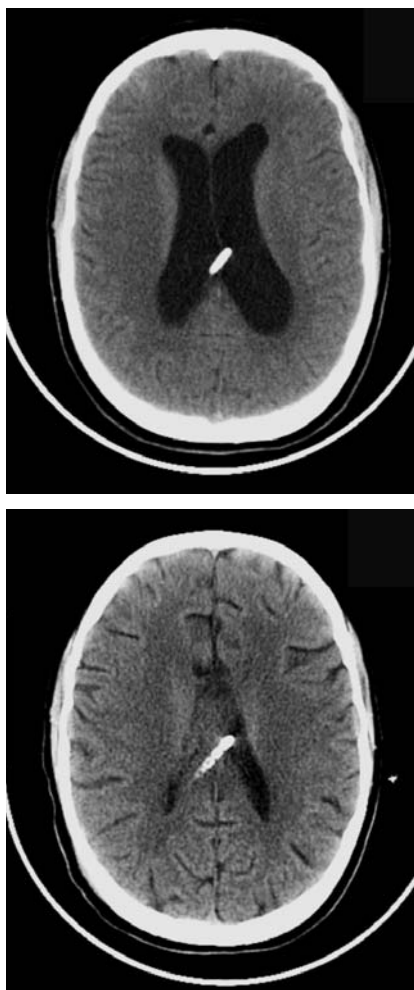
Наблюдение № 1. СКТ головного мозга до и после третьей операции через 3 недели (ревизия и замена на клапан с низким давлением)
